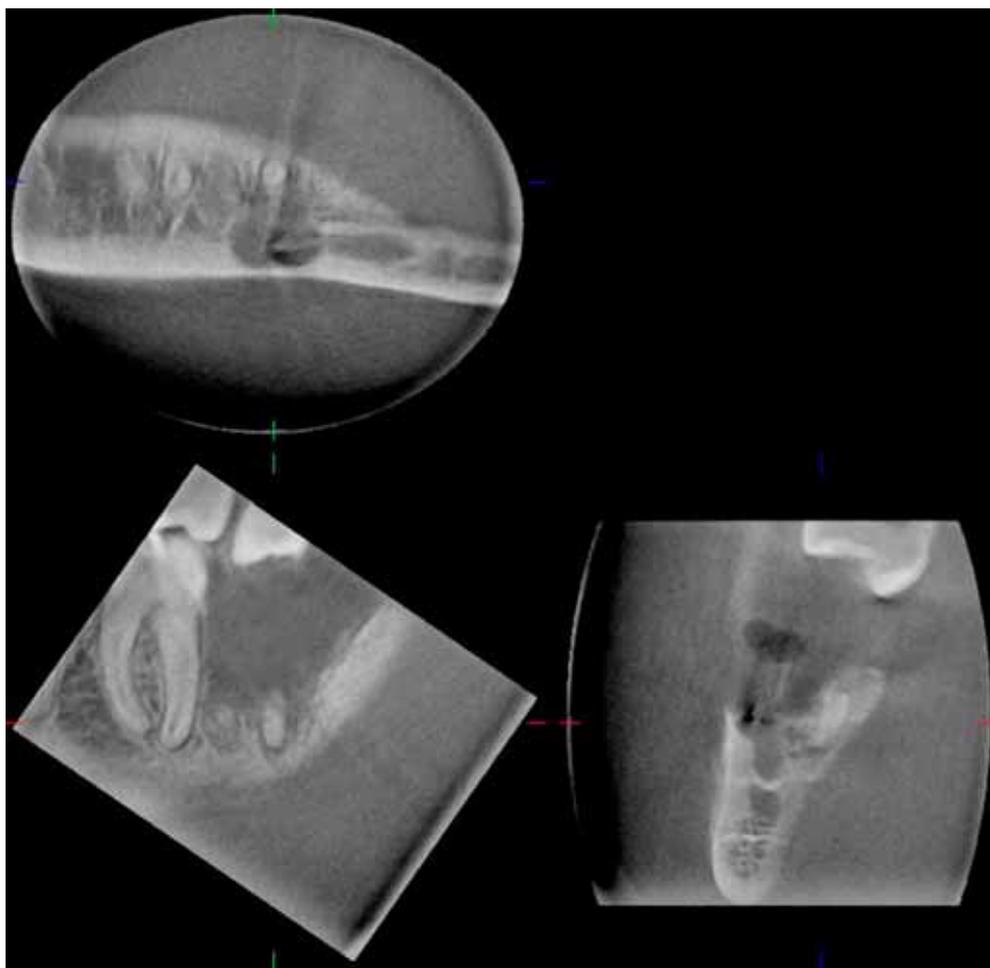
Tomographie volumétrique numérisée de la région 38. Localisation précise des résidus radiculaires dans la région 38.
